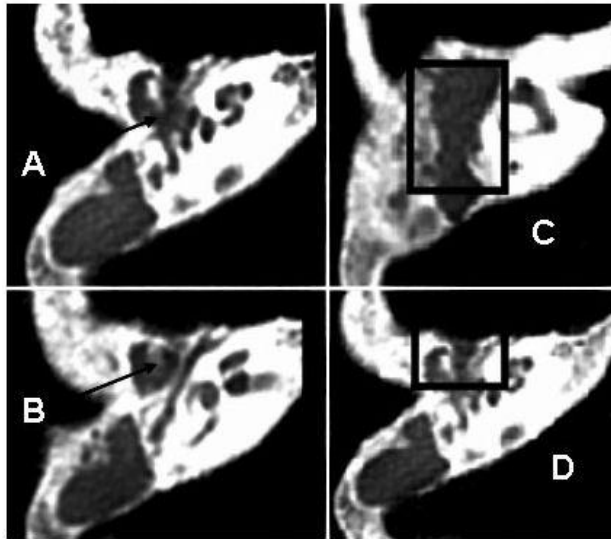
TAC preoperatoria donde se observa tejido de granulación en oído medio, receso facial y seno timpánico (A), destrucción de cadena osicular: martillo - yunque (B), rectificación del aditus ad antrum (C) y dehiscencia del tegmen tímpani (D)
